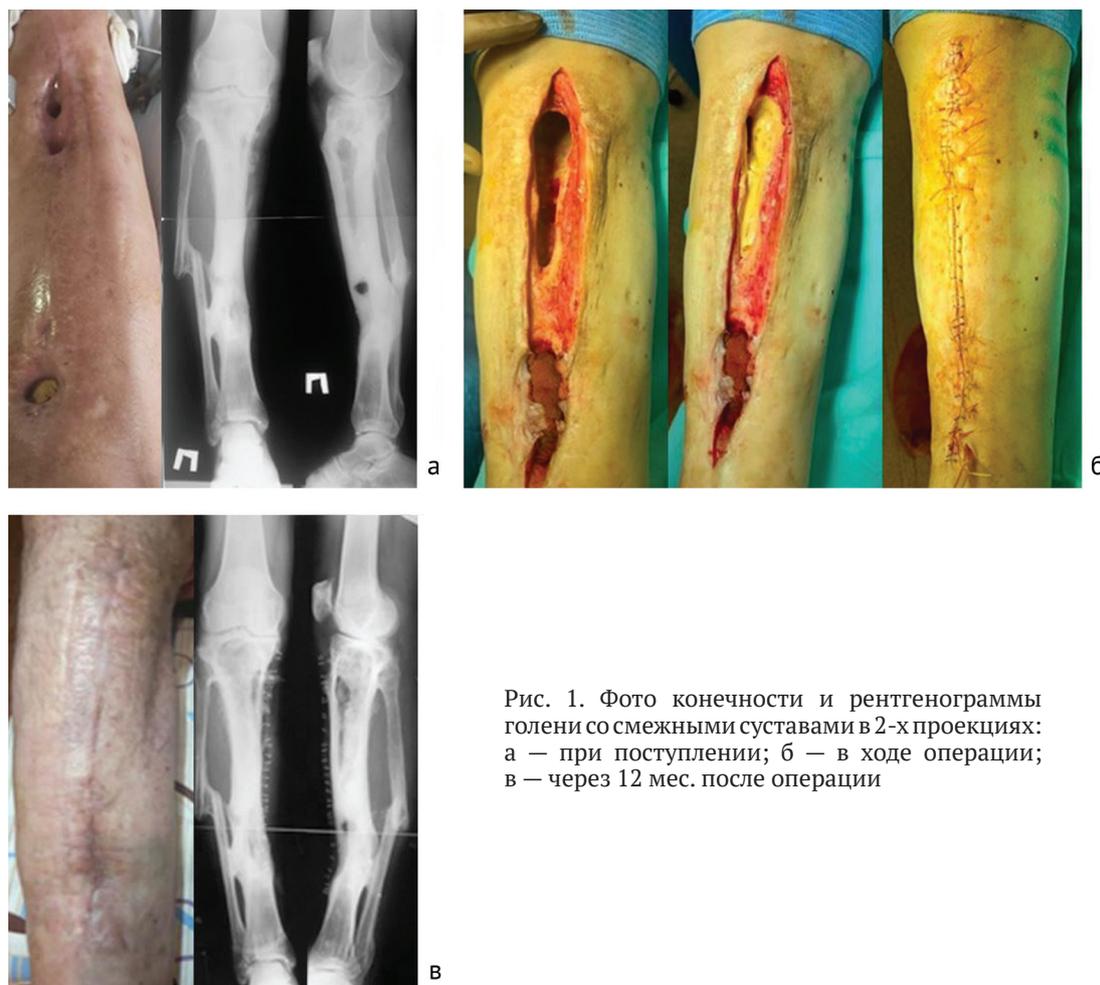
Фото конечности и рентгенограммы голени со смежными суставами в 2-х проекциях: а — при поступлении; б — в ходе операции; в — через 12 мес. после операции
